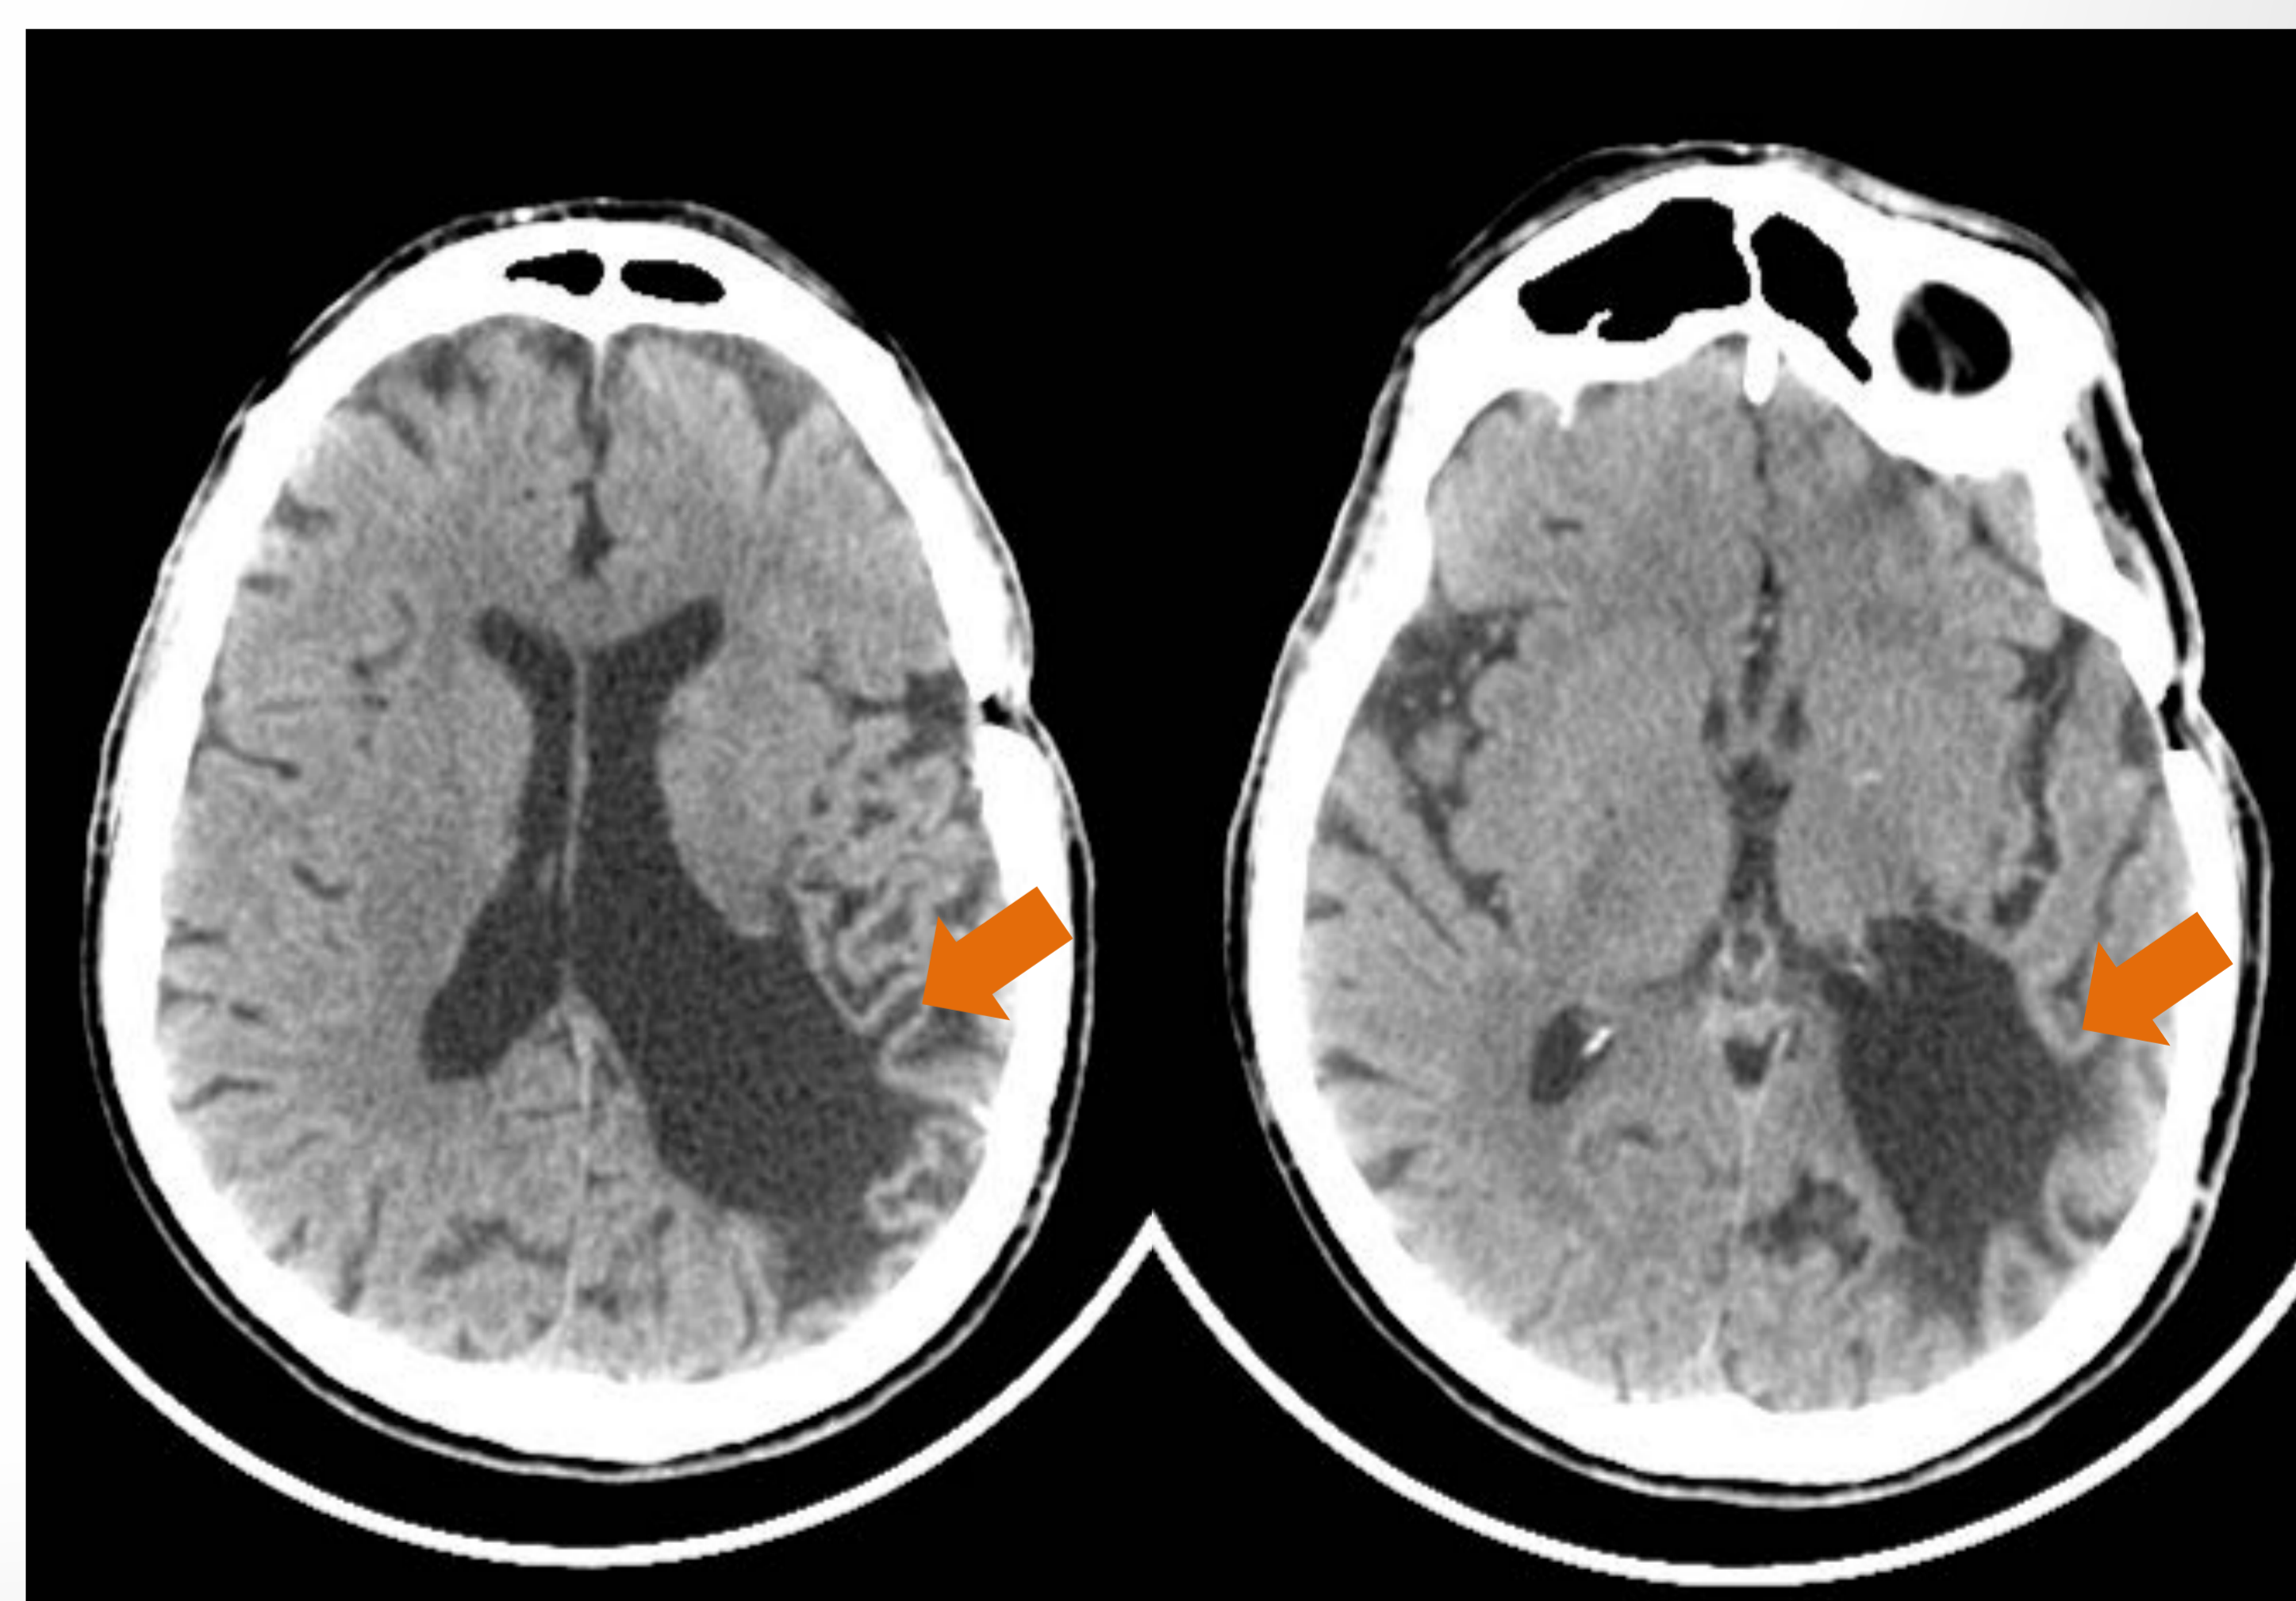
Paciente de 73 años con antecedentes personales de accidente cerebrovascular (ACV) previo hace 20 años. En la TC se observan cambios posquirúrgicos de craneotomía fronto-parietal izquierda. En la región parietal izquierda también se observa una lesión hipodensa cortico-subcortical que comunica con el ventrículo lateral ipsilateral en relación con porencefalia (flecha ) secundaria al ACV previo.
